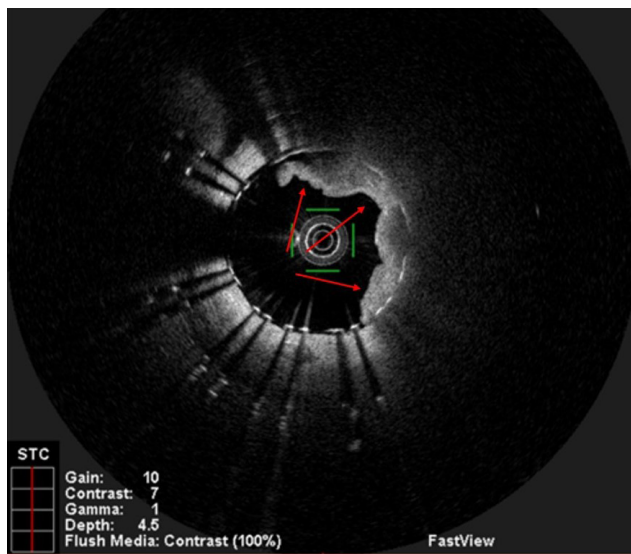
ОКТ-исследование. Отмечается протрузия АСБ через ячейки ранее имплантированного стента в ПМЖВ в средней его части (указана красными стрелками).
